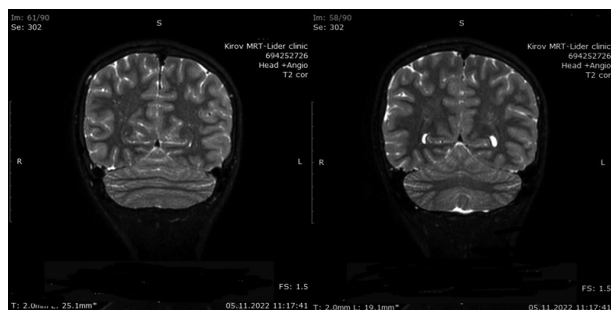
МРТ задней черепной ямки пациентки К. (коронарные срезы)
